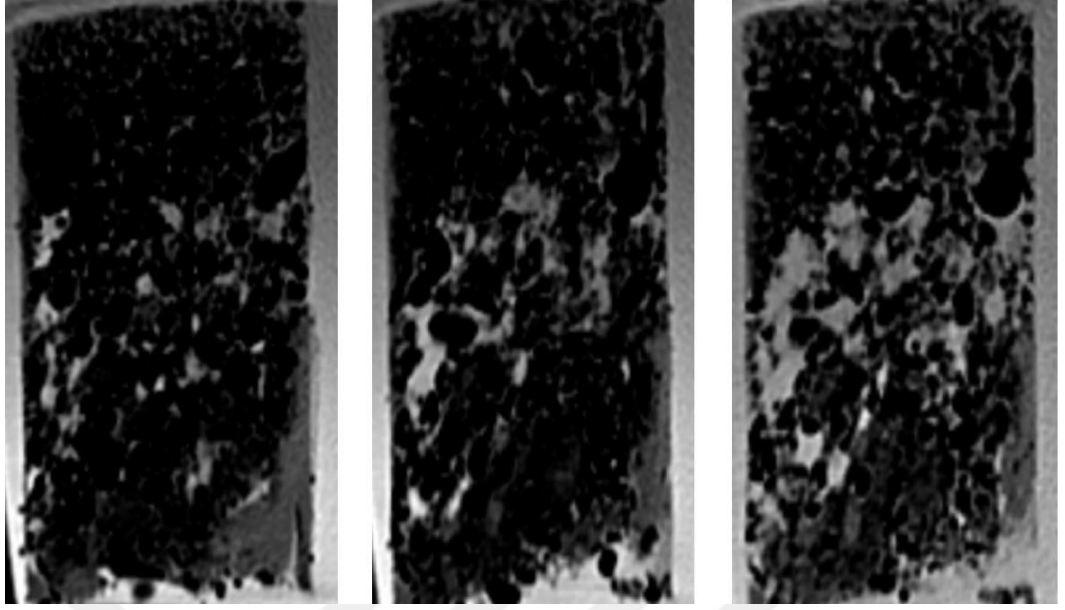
Porozite tespiti için çimentonun BT görüntüsü
